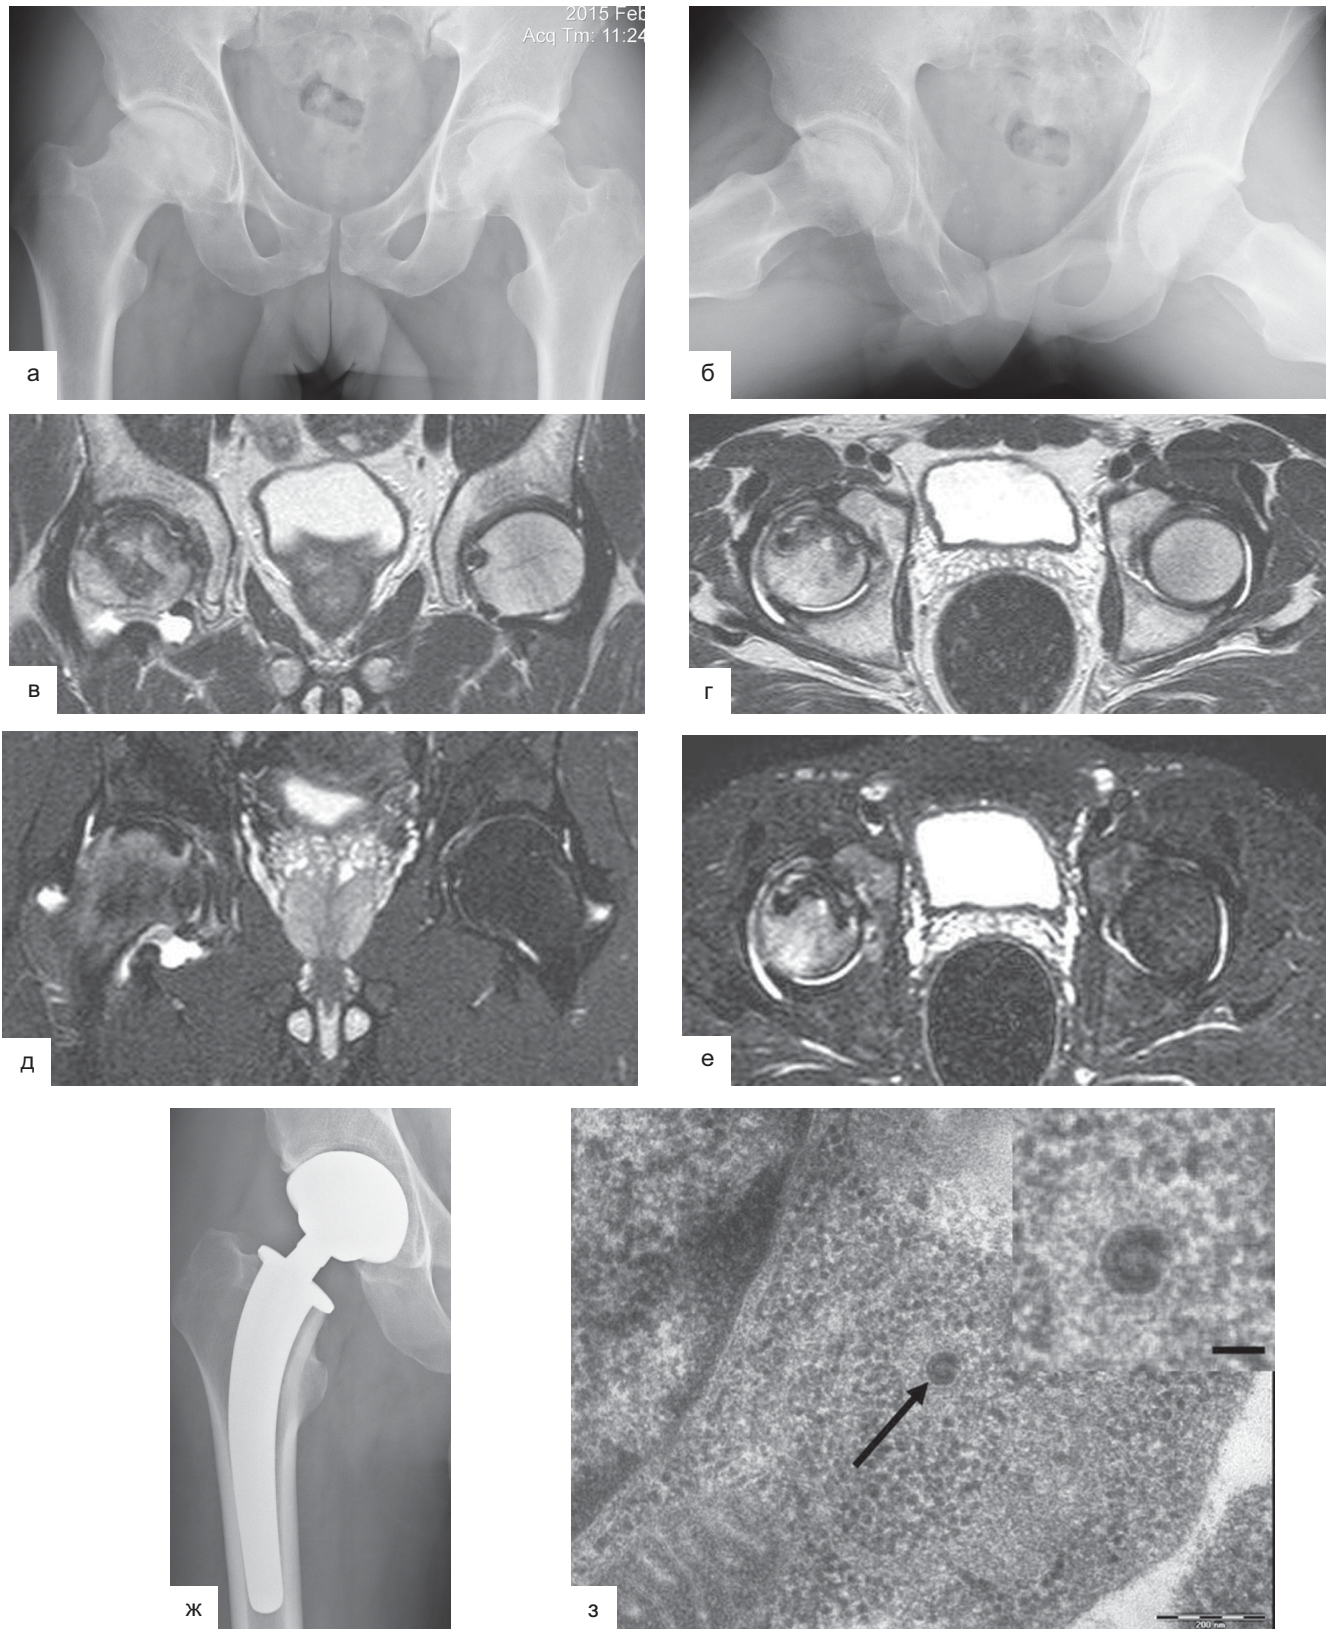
Данные инструментального обследования пациента Я. с остеонекрозом головки бедра III стадии справа: а, б — рентгенография: признаки коллапса передневерхнего полюса головки бедра справа; в, г — МРТ T2-режим: деструкция хряща и субхондральной кости, синовит справа; д, е — МРТ STIR-режим: диффузный отек костного мозга головки справа, синовит; ж — рентгенография: ТЭТС справа; з — ультратонкий срез фибробластоподобного синовиоцита: маргинация и скручивание хроматина клеточного ядра, локализация частиц вируса герпеса в виде оболочечных нуклеокапсидов в цитоплазме синовиоцита. Масштабная шкала — 100 нм
